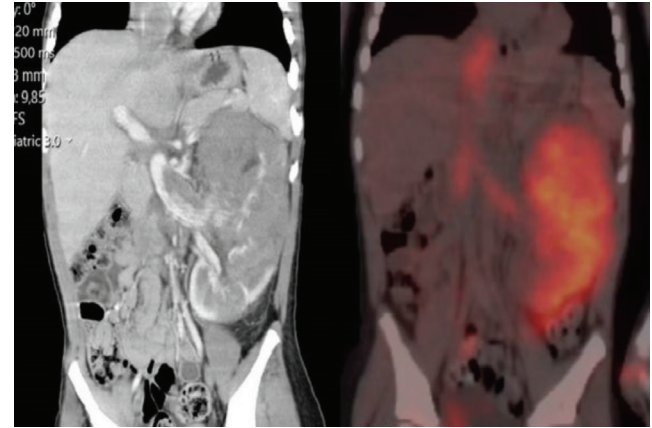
Olgu 2: Ga-68 PSMA PET/BT
